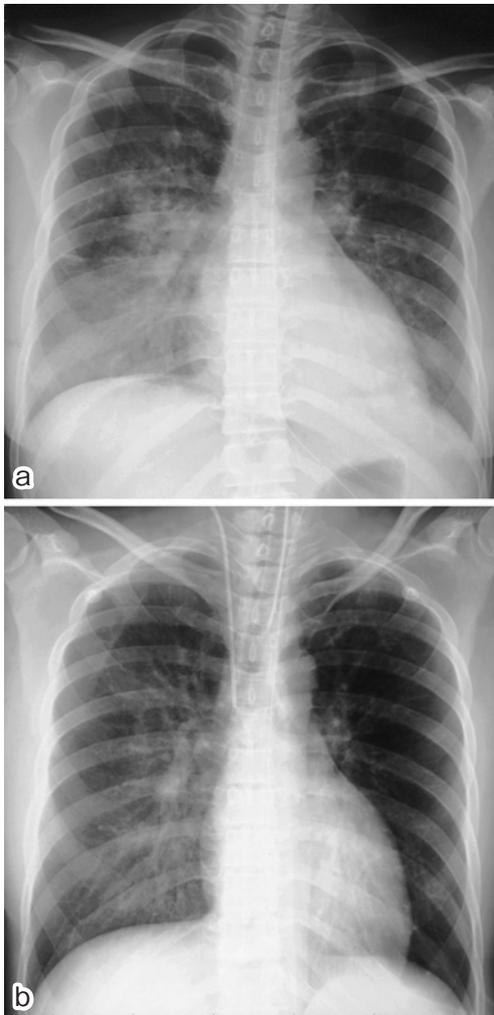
a; An anterior-posterior view of a chest radiograph obtained on admission, showing butterfly distribution and heart enlargement. b; an anterior-posterior view of a chest radiograph obtained 1 day after admission, showing signs of improvement.
